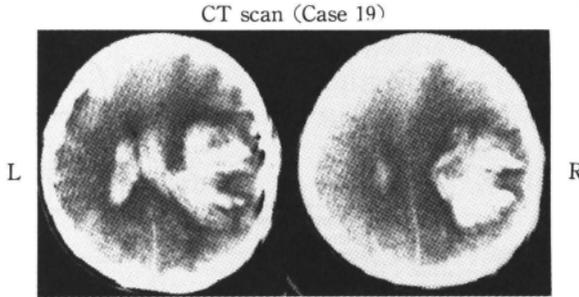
CT scan showed massive subcortical hemorrhage in right side and intraventricular hemorrhage.
